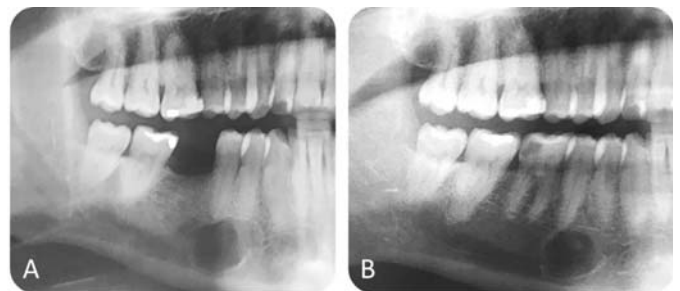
Radiografías panorámicas. A. Lesión radiolúcida unilocular definida, con márgenes corticados, en apical de 4.4-4.5 (2021). Ausencia de rizólisis y de patología dental. B. Aspecto de la lesión en 2015, con características radiológicas similares.
